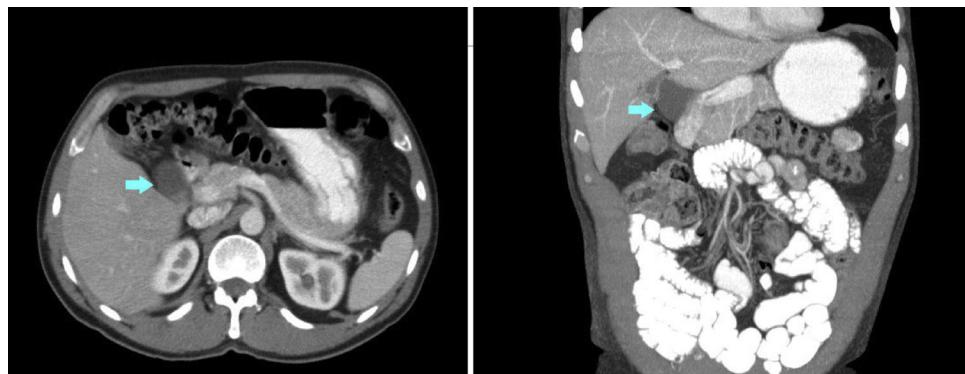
Tomografía computarizada que muestra el QCII.
